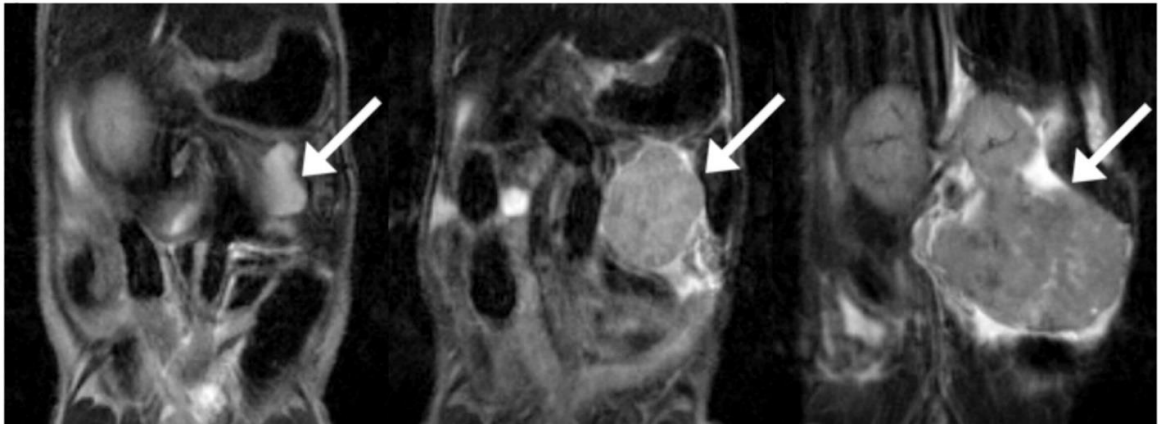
Immagini rappresentative di RM acquisite in un soggetto appartenente al gruppo n.1 in diversi step temporali. Da sx a dx si può osservare lo sviluppo della massa tumorale a 1, 2 e 3 mesi dopo l'iniezione delle cellule tumorali. La massa è indicata dalla freccia bianca.
